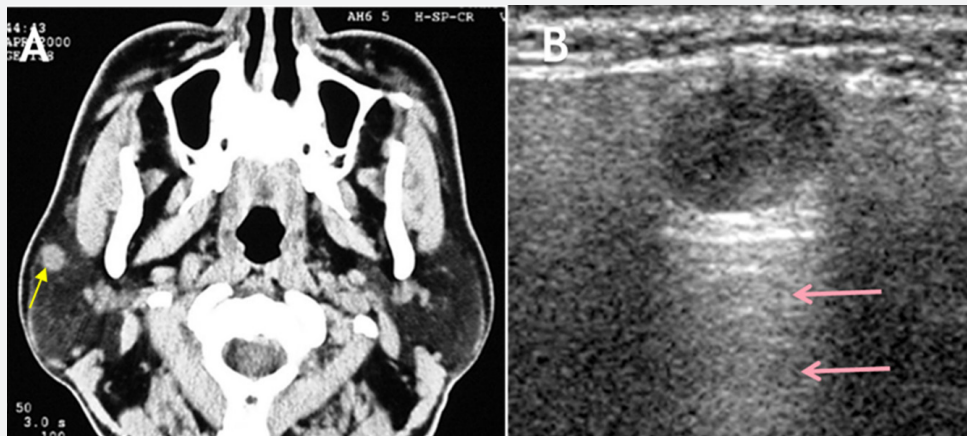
A ; 전산화단층영상에서 우측이하선의 실질내에 원형의 연조직종괴(화살표)가 관찰된다. B ; 초음파영상에서 균질한 고반향을 갖는 이하선 실질내에 경계가 명료하고 내부반향은 불균질한 저반향을 갖으며 후방음향증가(화살표)를 보인다.
